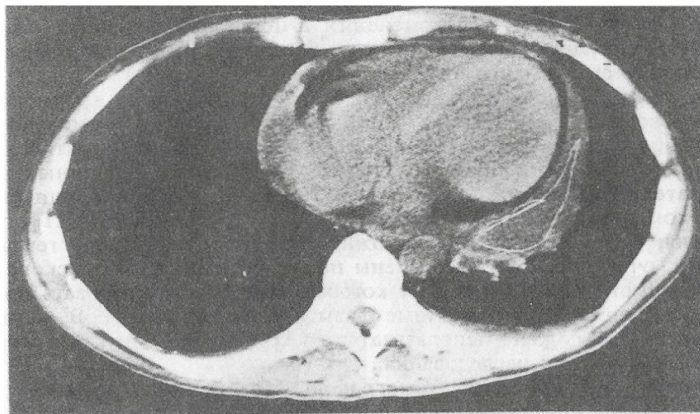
Компьютерная томограмма больного Б., 49 лет.
